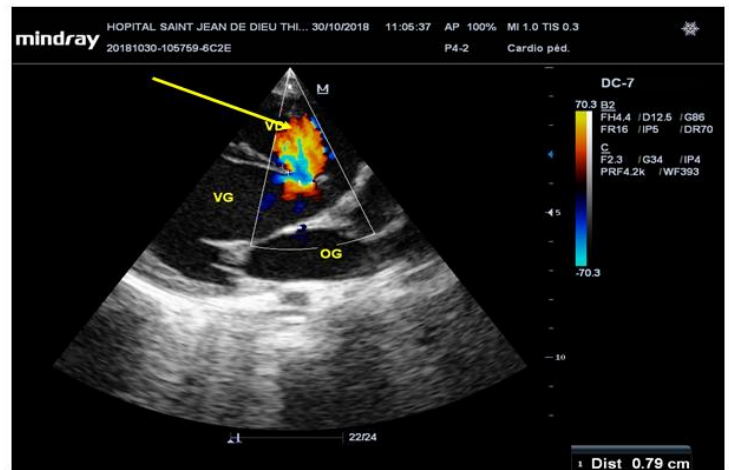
CIV péri membraneuse à l'échocardiographie doppler couleur incidence longitudinale para-sternale
